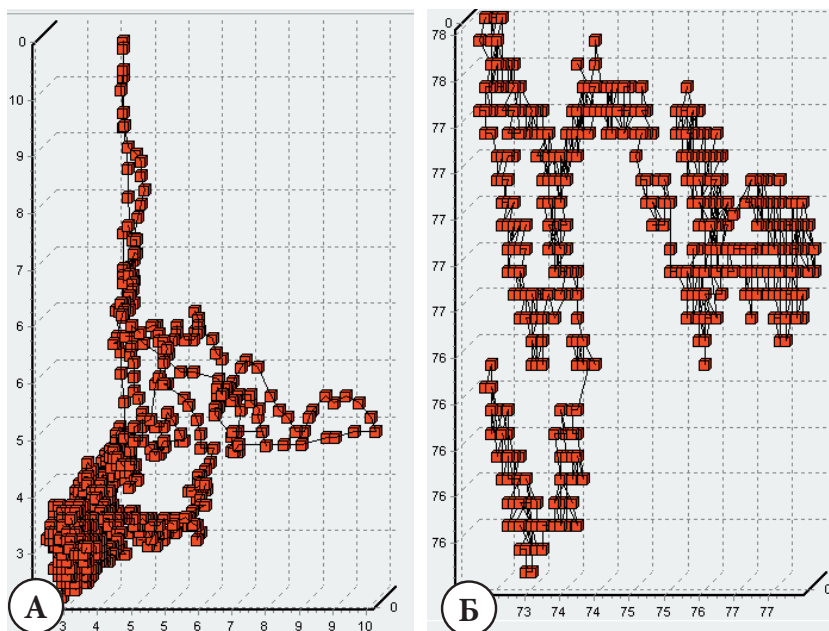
Пациентка Ш., 61 года. Нелинейная динамика показателей. А. ЛДФ. Показатели перфузии крови: спастический (склеротический) ишемический тип микроциркуляции крови с отсутствием линейной динамики процесса. Б. ОТО. Показатели тканевой сатурации. Сниженная (скудная) с отсутствием линейной динамики сатурация – циркуляторная ишемическая гипоксия за счет спазма или артериолосклероза микрососудов.
